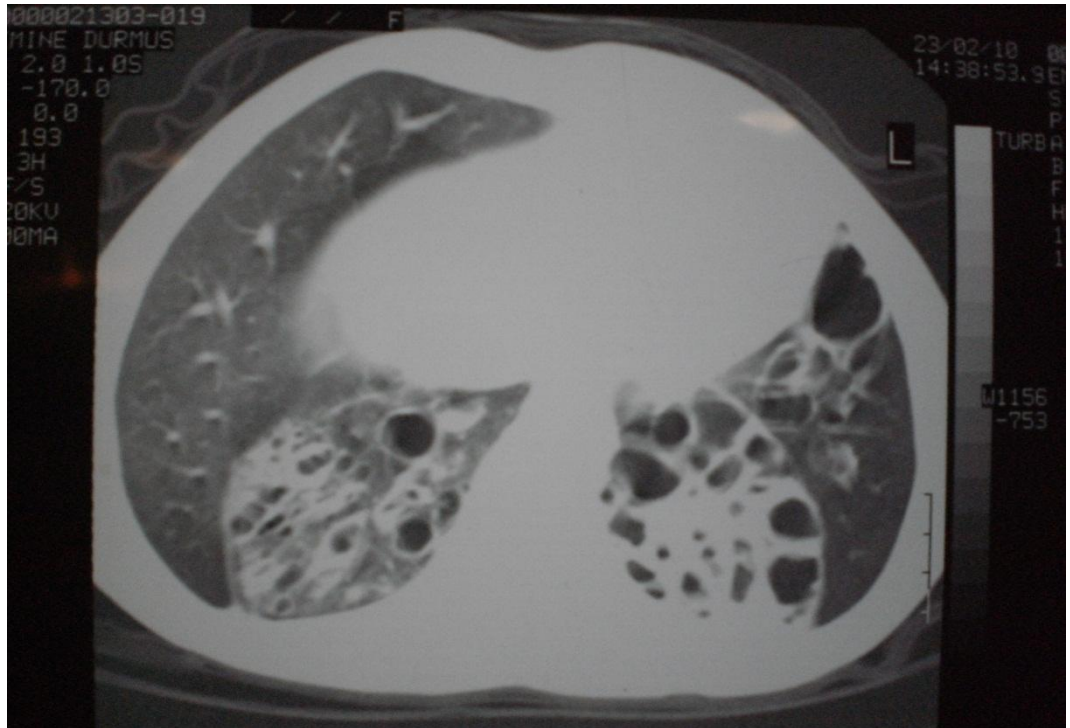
Sol alt lob bronşektazisi olan bir olgumuzun Toraks BT görüntüsü
